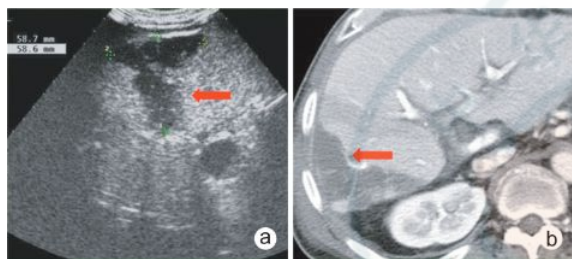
原位肝移植术后肝动脉血栓栓塞合并肝实质梗死 a:CEUS 显示右肝内楔形无增强区,边界清楚(↑);b:增强 CT 证实右肝内梗死灶(↑)
